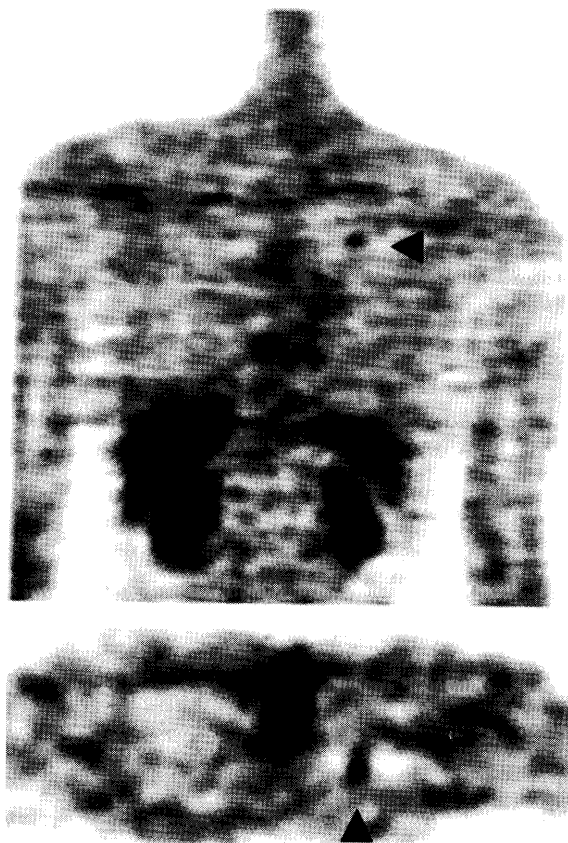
FDG-PET in case 2 showed an accumulation with an SUV of 2.3 at the corresponding lesion detected by CT.
